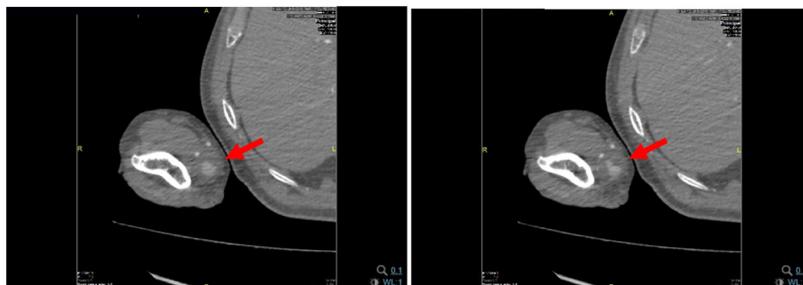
Se confirman los hallazgos objetivados en la ecografía y se localiza la lesión (flecha).
